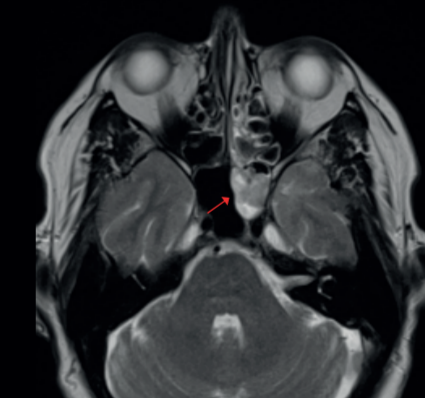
МРТ T2-ВИ, аксиальные срезы (Fig. 3.) MRI T2-WI, axial images
